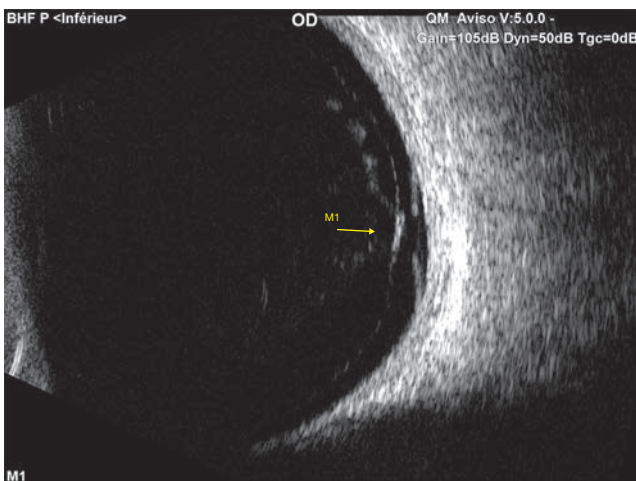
Déchirure de rétine. Coupe échographique d'une déchirure avec soulèvement des bords avec une sonde de 20 MHz.
